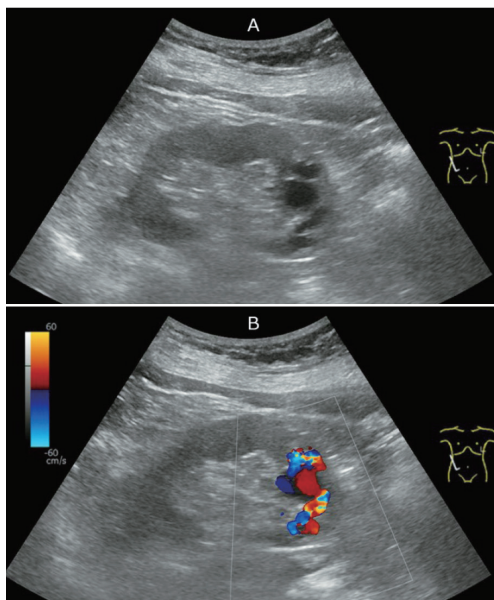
腎動静脈奇形 (Aneurysmal type) のエコー像
